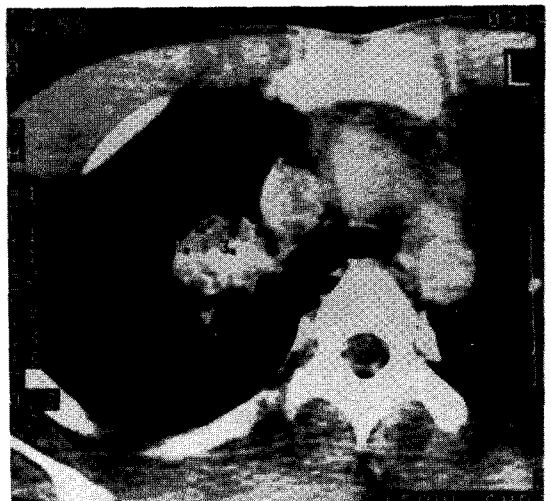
Chest CT shows well-defined mass without obstructive parenchymal change. The mass shows homogeneous density without calcification of fat density.
